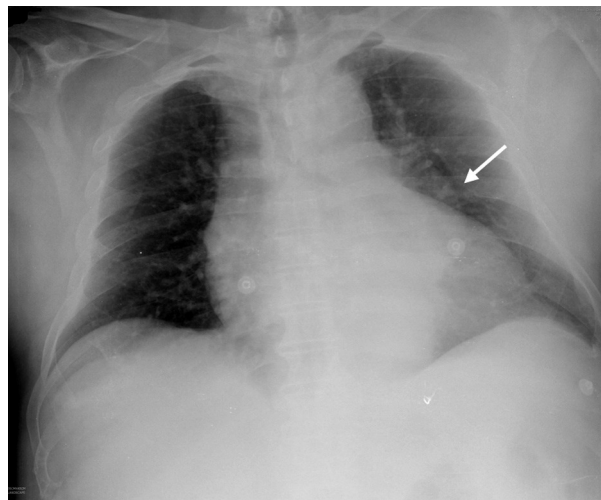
Radiografía de tórax que revela cardiomegalia y ensanchamiento mediastínico posterior.
